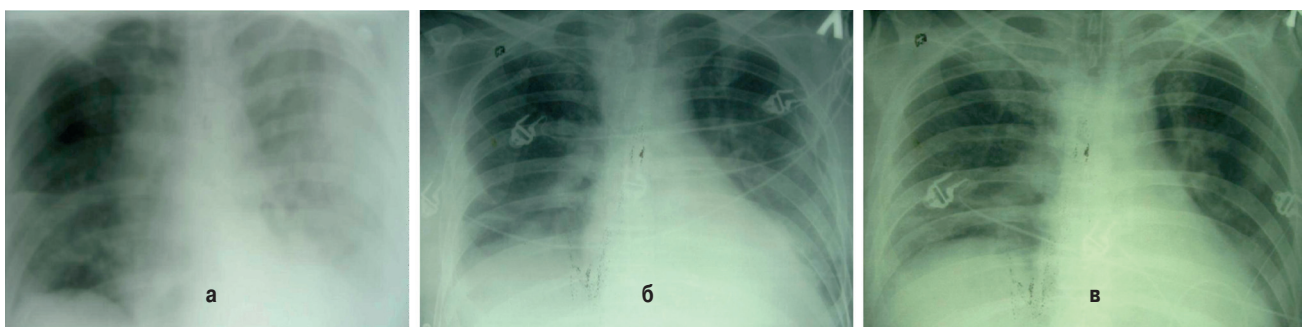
Динамика рентгенологических изменений. Рентгенограммы: а – от 16.11.10; б – от 08.12.10; в – от 01.01.11
